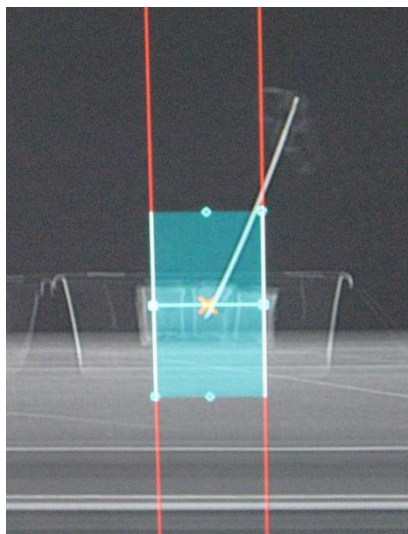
Wirbelsäulensegment während chirurgischer Intervention unter CT-Durchleuchtung (lateralen Strahlengang); Führungstab in regelrechter Position im Brustwirbelkörper 12
